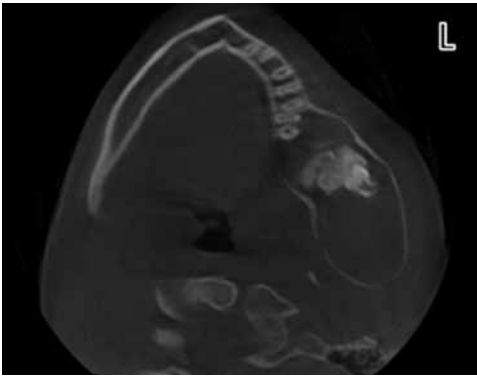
Tomografía computarizada cone-beam, Corte axial corregido al eje mayor de pieza 3.8.
